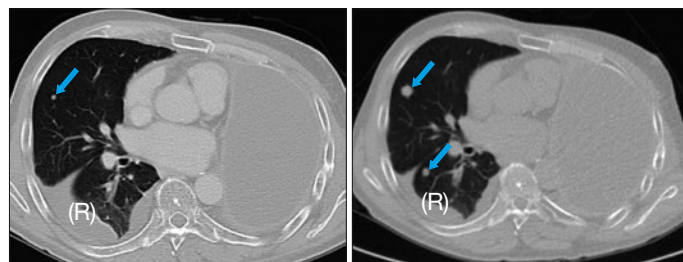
Re.-pulmonale Metastase im Nativ-CT (blauer Pfeil) und Reizerguss (R)
